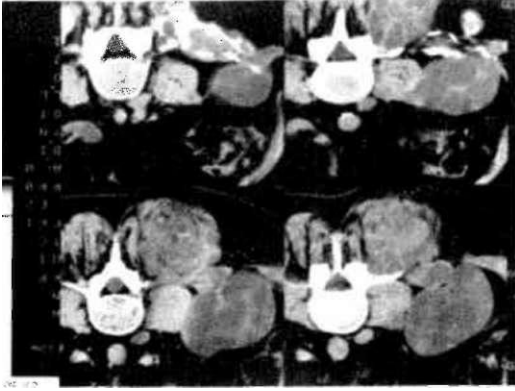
Adeno Kanser Metastazı: Pelviste, sol iç iliak konumda damar yapılarından net ayrılmayan lenf nodul büyümleri görülmektedir. BT rehberliğinde yapılan ince iğne aspirasyon biopsisinde adeno kanser metastazı sonucu alınmıştır.
